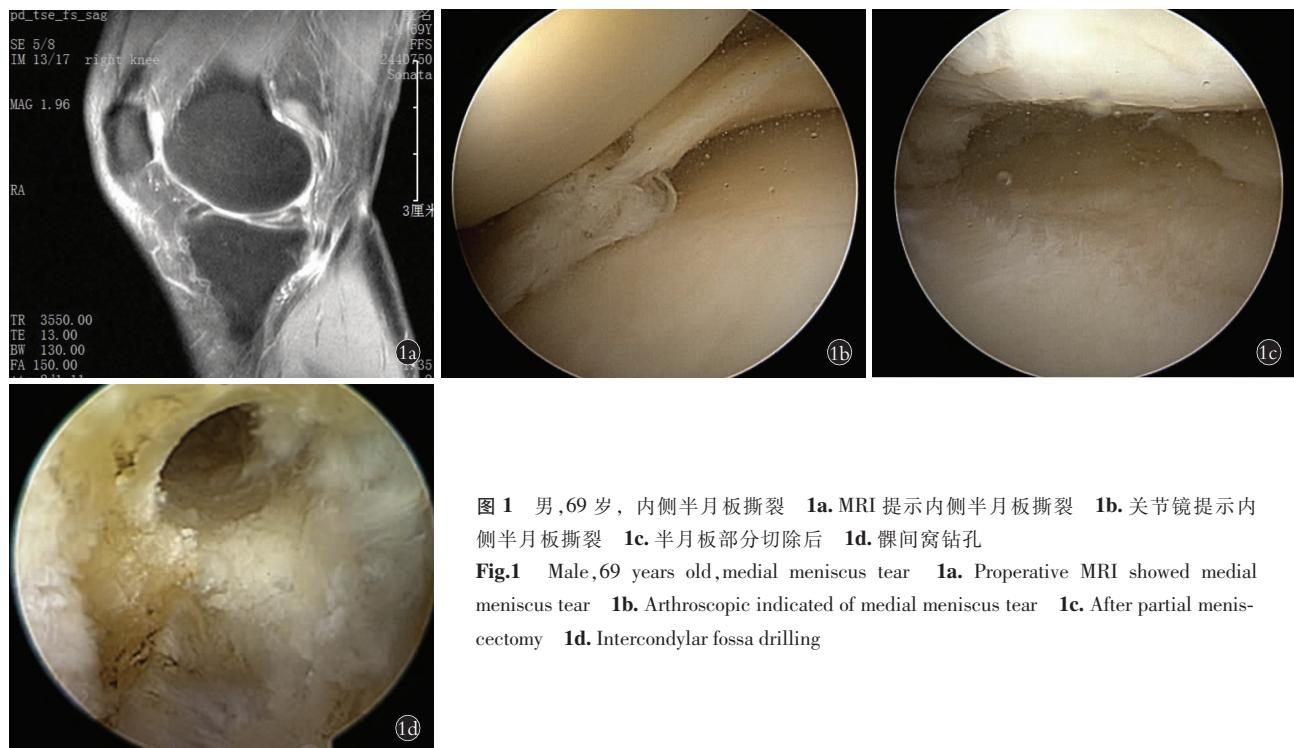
男，69岁，内侧半月板撕裂 1a. MRI 提示内侧半月板撕裂 1b. 关节镜提示内侧半月板撕裂 1c. 半月板部分切除后 1d. 髁间窝钻孔
